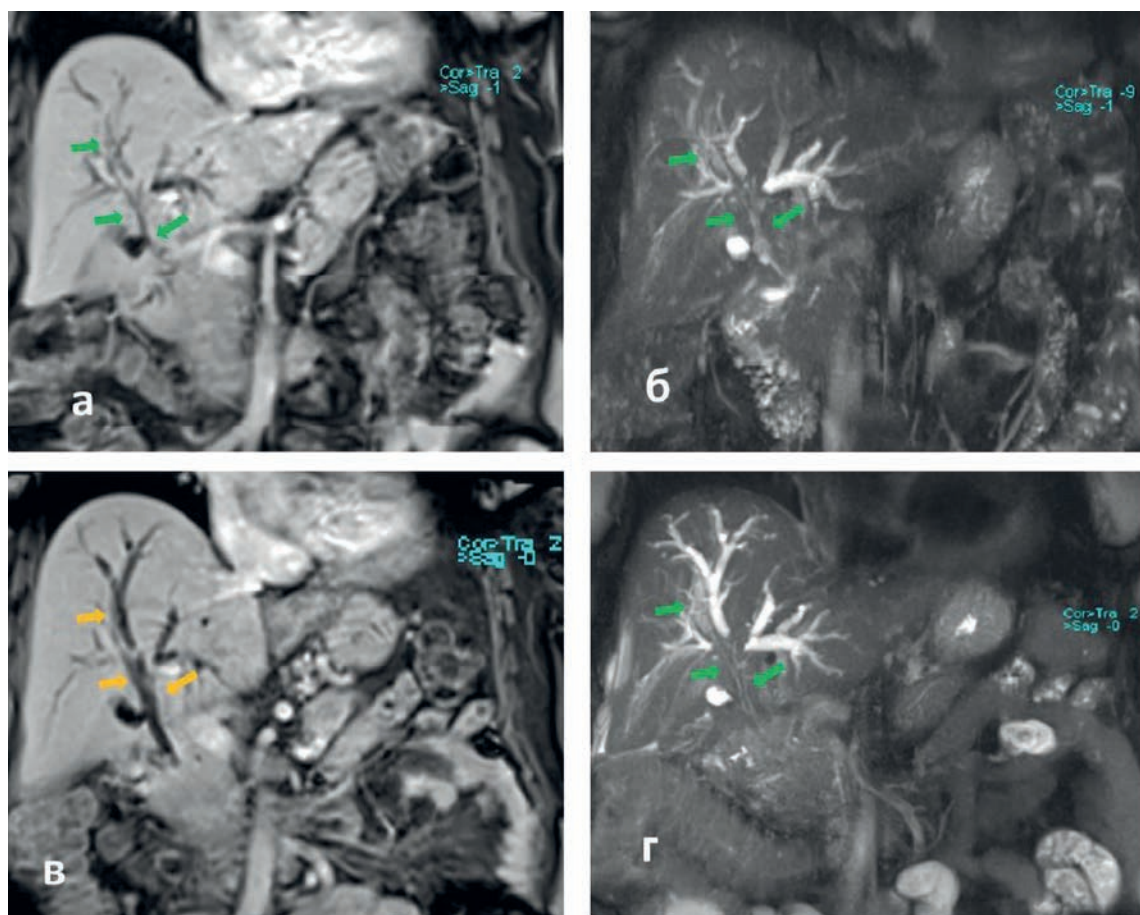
Пациентка С. 64 лет. Опухоль Клацкина (тип IV по Bismuth-Corlette). МРТ T_1 -ВИ VIBE и TSE BLADE FS до (а, б) и на 4 сут (в, г) после эндобилиарной ФДТ. Зелеными стрелками указан перидуктальный опухолевый инфильтрат, желтыми стрелками указана перидуктальная зона, не накапливающая контрастный препарат, определяемая только на контрастных изображениях
